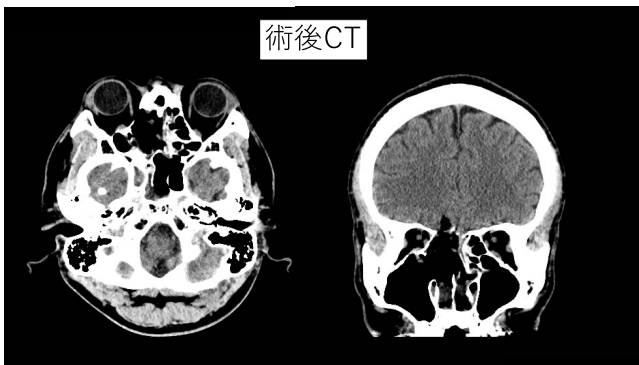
術後単純CT所見 (左: 軸位断 右: 冠状断) 術中に認めた腫瘍は辺縁に沿って遺残なく摘出され、術後、気脳症や脳実質の浮腫性変化および出血の所見を認めなかった。
